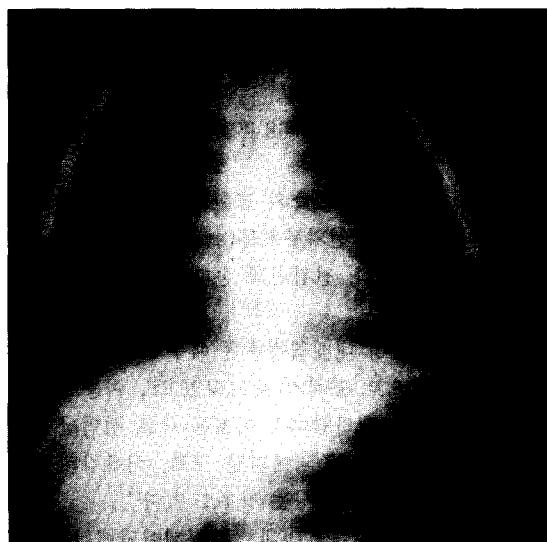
Chest radiograph(6 months ago)
